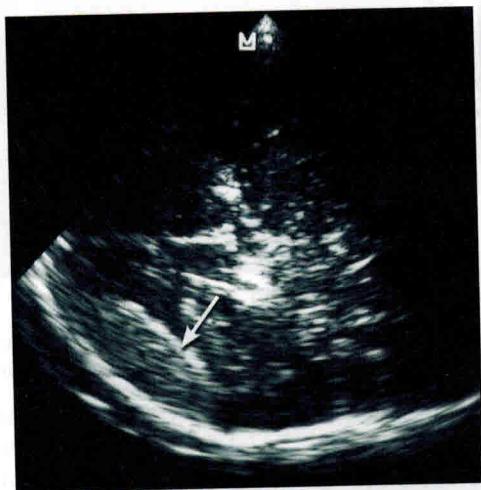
Эпидуральная гематома. Сопоставление данных ТУС (А) и КТ (Б). Гематома обозначена стрелкой. Объяснение в тексте.
